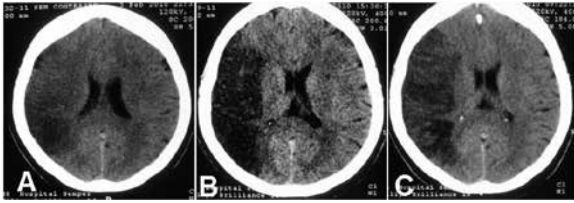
Tomografia computadorizada de crânio. (A) Após 24 horas do AVC. (B) Após 48 horas. (C) Após 120 horas.
